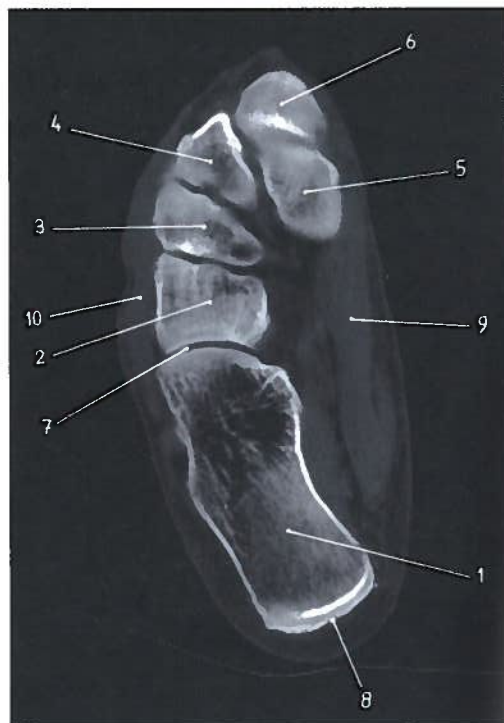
Corte coronal do pé direito em TC
